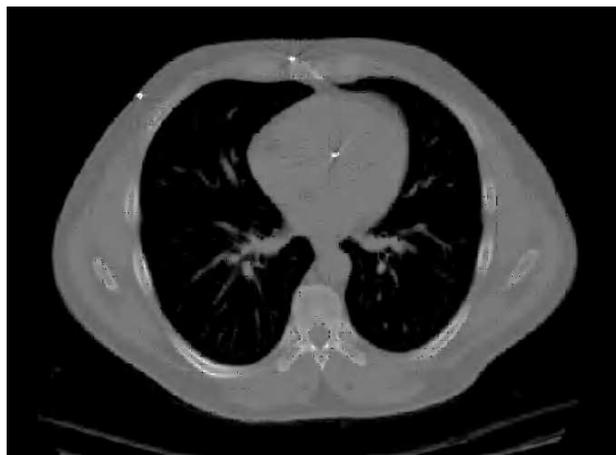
Tomografía computarizada de tórax que muestra un perdigón alojado en la porción muscular del septo interventricular.
